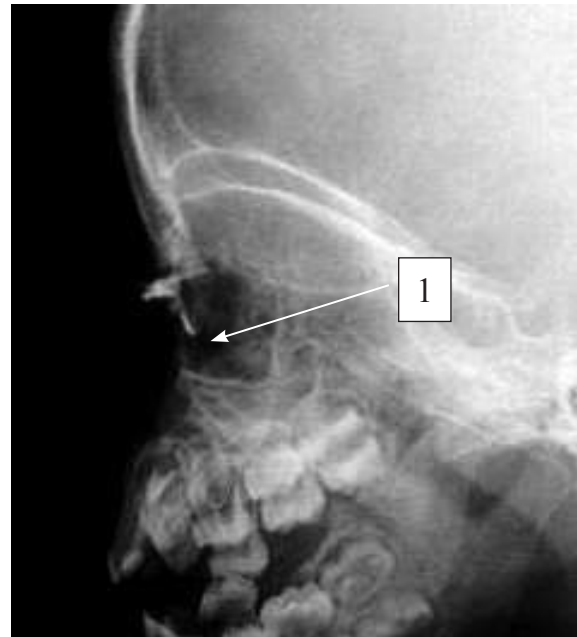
Ребенок Г., 1,5 года. Рентгенография в боковой проекции. Слезный мешок полностью закрыт на уровне перехода в НСП (стрелка 1)
